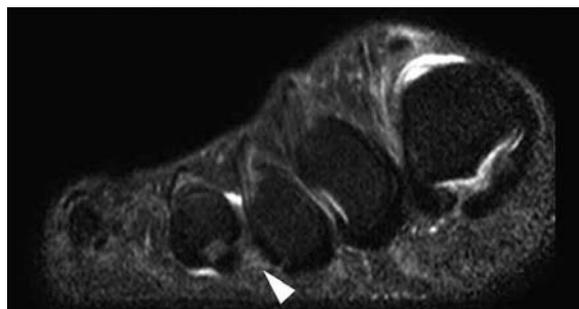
Imagen de RM en plano coronal con secuencia STIR que muestra una lesión iso a ligeramente intensa, en la región plantar del tercer espacio intermetatarsiano (punta de flecha).
